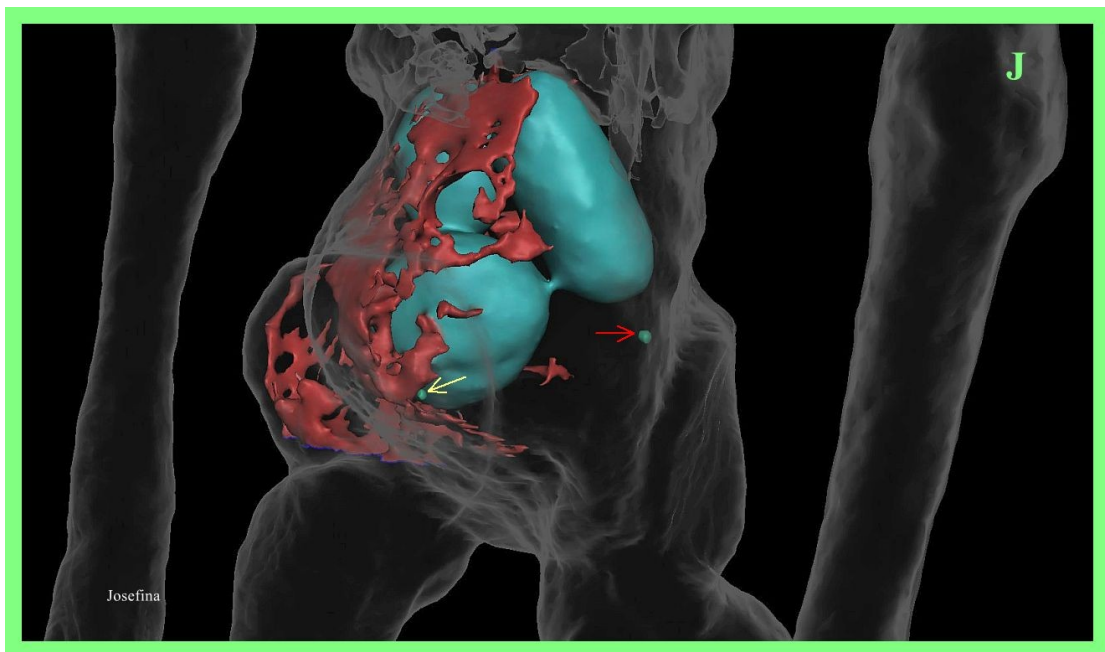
Vista oblicua izquierda de TC 3D de 'Josefina' que muestra la piel en semitransparencia y presencia de 3 huevos grandes en el lado derecho del abdomen pélvico abultado, un 4.º huevo diminuto en el lado izquierdo del abdomen pélvico (flecha roja) y un 5.º huevo diminuto en el abdomen pélvico inferior anterior (flecha amarilla). Se observan grandes estructuras ramificadas anteriores a los huevos, probablemente vasculares (en rojo).
